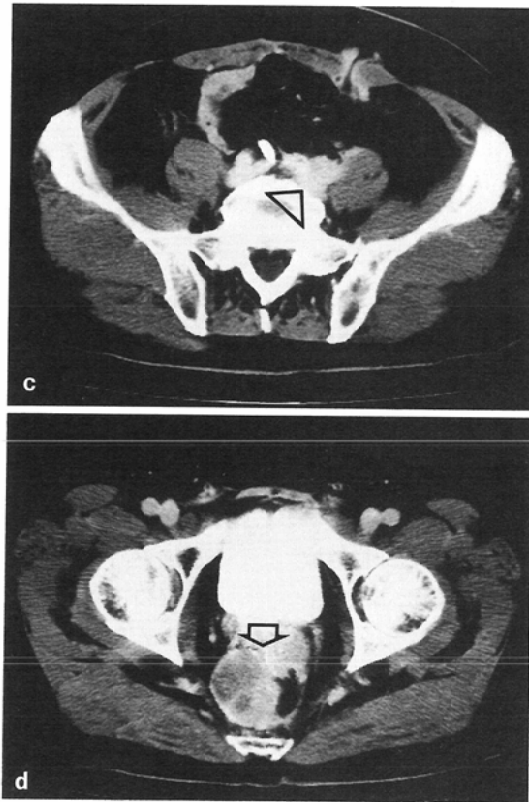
A 61-year-old male with recurrent rectal cancer. a, b. Anterior and posterior pelvic images at 3 days after infusion of In-111 labeled ZCE-025 antibody, c, d. CT after contrast enhancement. Immunoscintigraphy revealed the antibody uptake not only in the lower pelvis (arrow) but also in the left iliosacral joint (b) (arrow head). CT demonstrated the recurrent presacral tumor (d) (arrow), and the enlargement of left common iliac lymphnodes was retrospectively suspected (c) (arrow head). This was confirmed by surgery and successfully operated on. His serum CEA levels were also normal.
